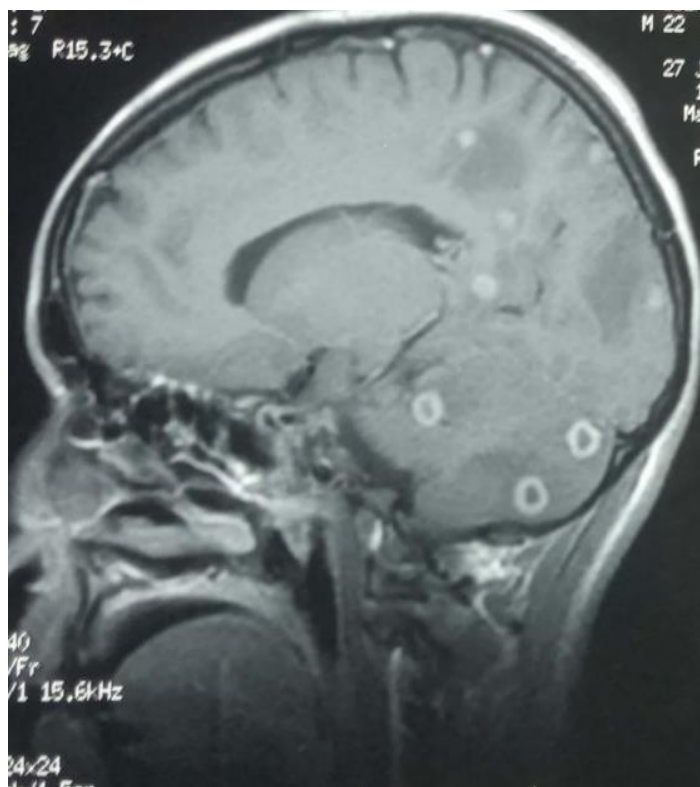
IRM cérébrale chez un patient atteint de neurotuberculose. IRM cérébrale, coupe sagittale, Séquence T1 avec injection de gadolinium, objectivant de multiples lésions parenchymateuses temporo-parieto-occipitale et cérébelleuse, ces lésions prennent le contraste en périphérie et sont entourées d'un œdème périlésionnel. IRM cérébrale chez un patient atteint de neurotuberculose.
